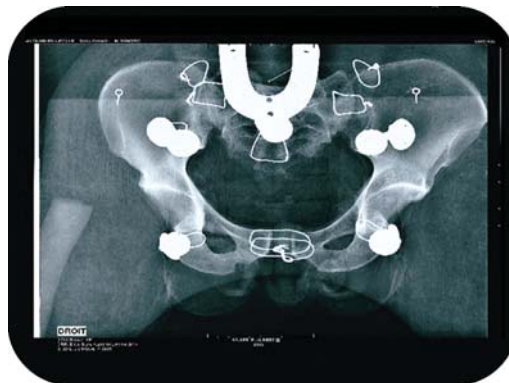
Radiografia do manequim. Musée Flaubert Et D'histoire de la Médecine.^[59] – Uso Autorizado
